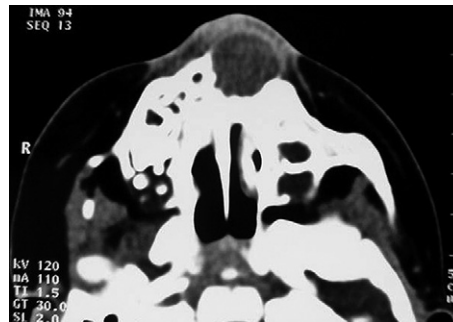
TDM en coupe axiale montrant une ostéolyse maxillaire paramédiane gauche, arrondie, bien limitée, de densité tissulaire, se rehaussant légèrement après injection de produit de contraste.
